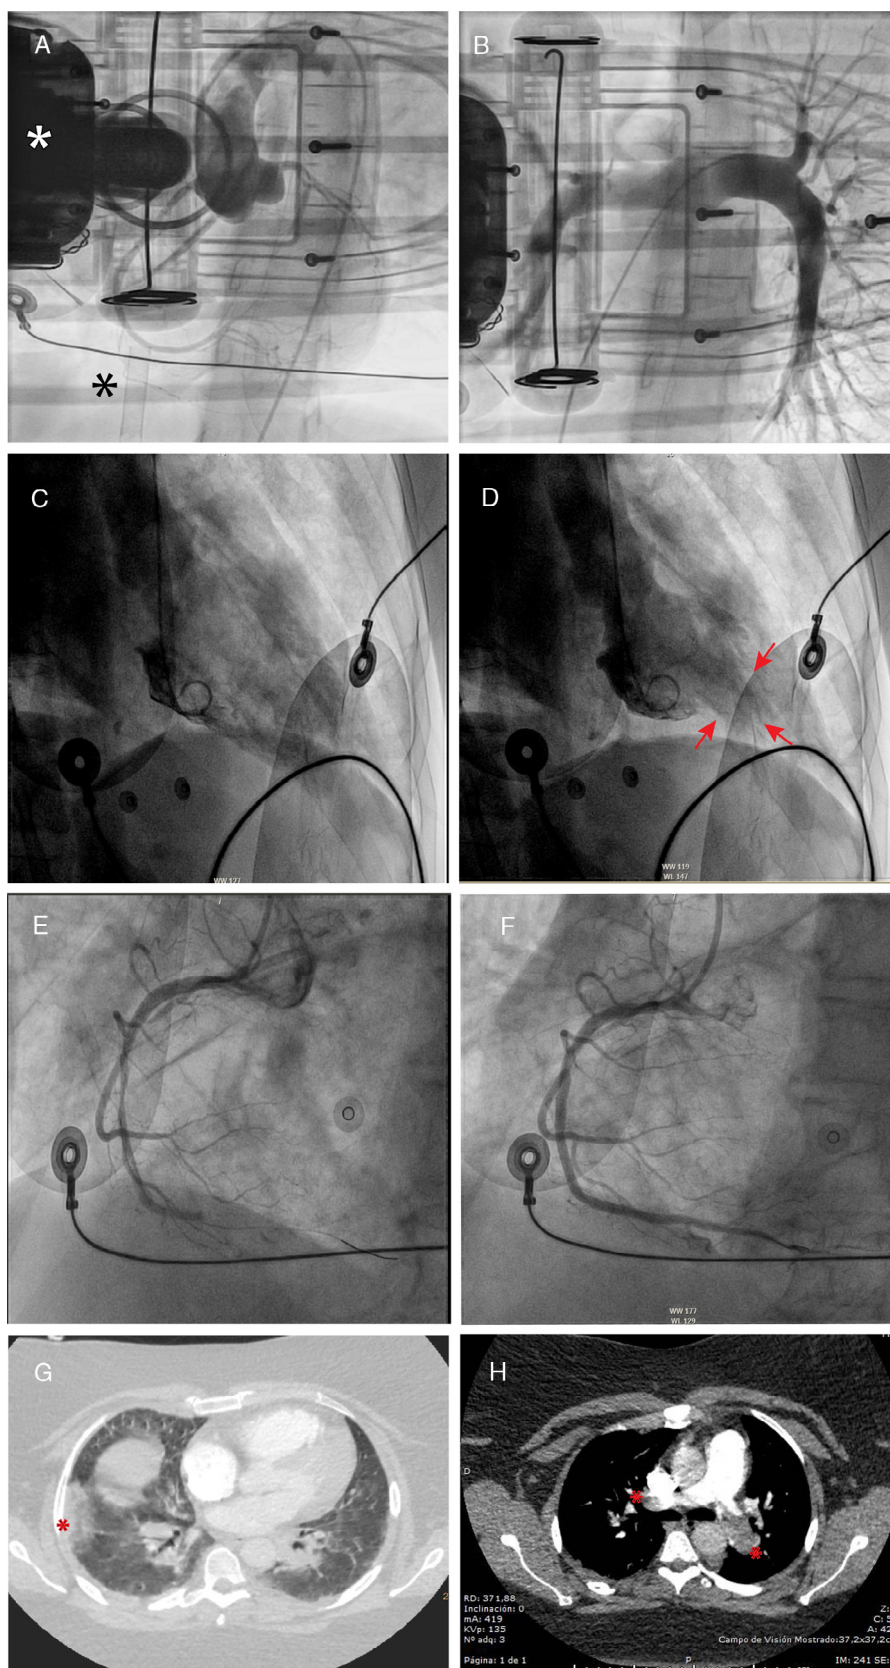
A: caso 1, imagen que muestra aortografía con aorta y coronarias normales; el asterisco blanco muestra el dispositivo de compresión torácica y el asterisco negro indica la cánula venosa del oxigenador extracorpóreo de membrana (asterisco). B: caso 1, angiografía pulmonar normal. C y D: caso 2, ventriculografía que muestra un patrón compatible con *tako-tsubo* invertido, diástole y sístole; las flechas indican hipercontractilidad apical. E y F: caso 3, oclusión trombotica en el segmento medio de la coronaria derecha y revascularización con implante de *stent*. G: caso 4, angiotomografía que muestra infarto pulmonar (asterisco) y opacidades periféricas parcheadas compatibles con neumonía por SARS-CoV-2. H: caso 4, angiotomografía que muestra oclusión trombotica de ambas arterias pulmonares (asteriscos). Esta figura se muestra a todo color solo en la versión electrónica del artículo.
